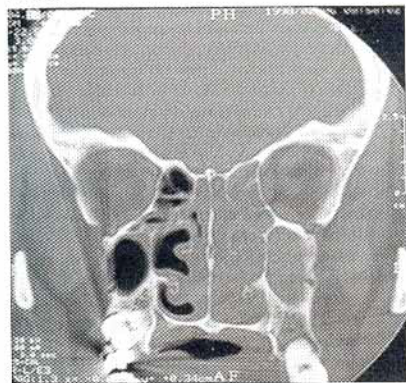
TAC cavidades paranasales
